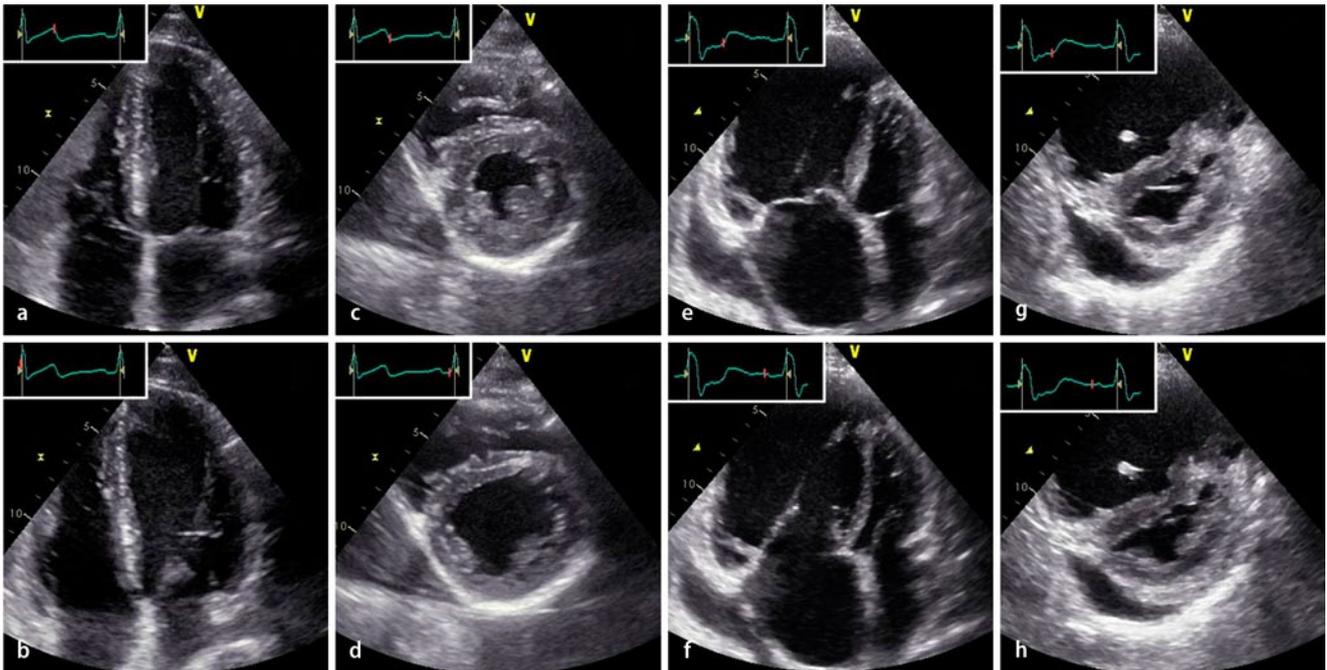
▲ Normaler rechter Ventrikel – systolisch und diastolisch – a, b im 4-Kammer-Blick und c, d im parasternalen Kurzachsschnitt in Höhe der Papillarmuskeln sowie e–h Darstellung der entsprechenden Schnittebenen einer diastolischen-systolischen paradoxen Septumbewegung bei Cor pulmonale in den entsprechenden Schnittebenen
